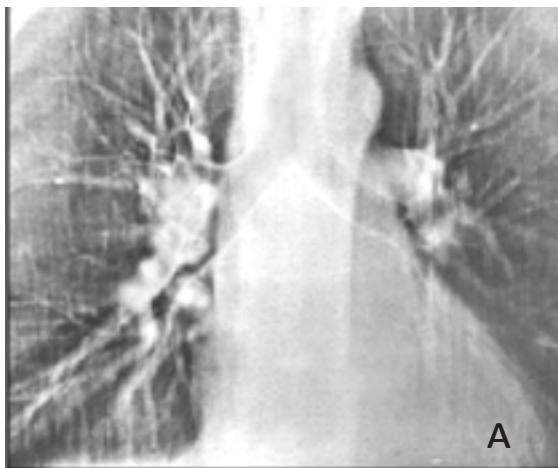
Больной А., 57 лет, с синдромом Рихтера. А – ЭРГ органов грудной полости (трахеальный срез). Определяется прорастание увеличенных, плотной консистенции лимфоузлов в просвет промежуточного бронха справа. Б – компьютерная томография (аксиальный срез базальных отделов легких). Определяется сливная, многофокусная инфильтрация наддиафрагмальной области правого легкого. Авторская иллюстрация.
